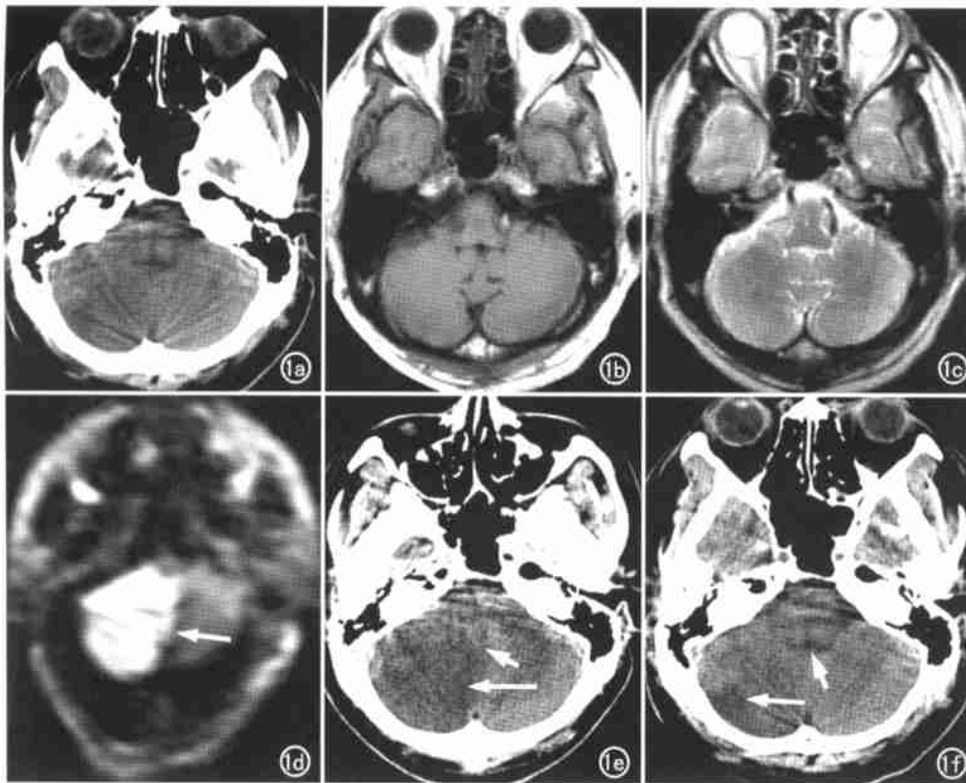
男,32岁,突发头昏头痛伴呕吐。a)发病4.5h后CT扫描;b)常规MRI T₁WI;c)MRI T₂WI示内听道层面无明显异常,第四脑室结构正常;d)DWI示右侧小脑半球明显高信号,并隐约可见小脑沟(箭);e)3d后复查CT示右侧小脑半球大片状稍低密度,境界模糊(长箭),第四脑室变窄(短箭);f)出院时CT示右小脑密度不均,近颅板下小片状稍低密度(长箭),第四脑室结构恢复正常(短箭)。
